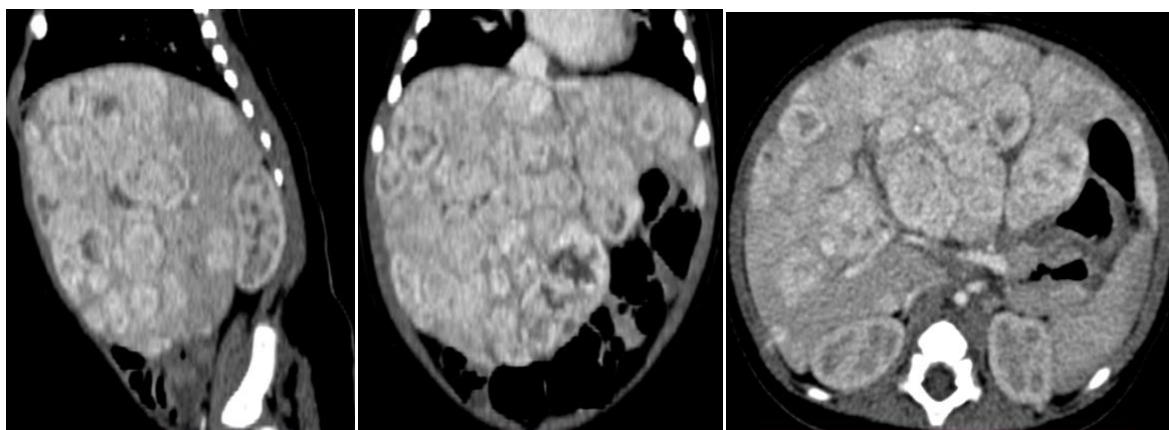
КТ-признаки наиболее характерны для инфантильной гемангиоэндотелиомы печени
